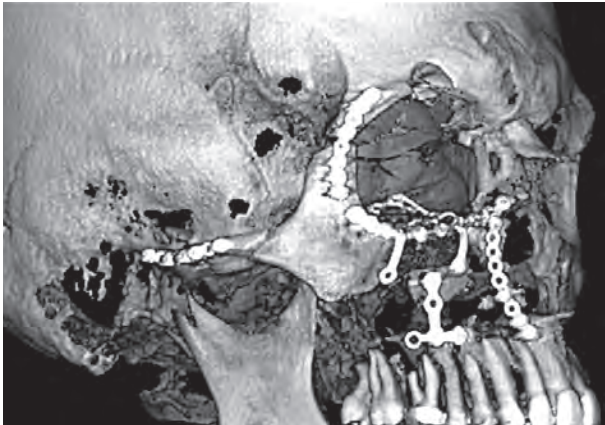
КТ проведена після операції.
